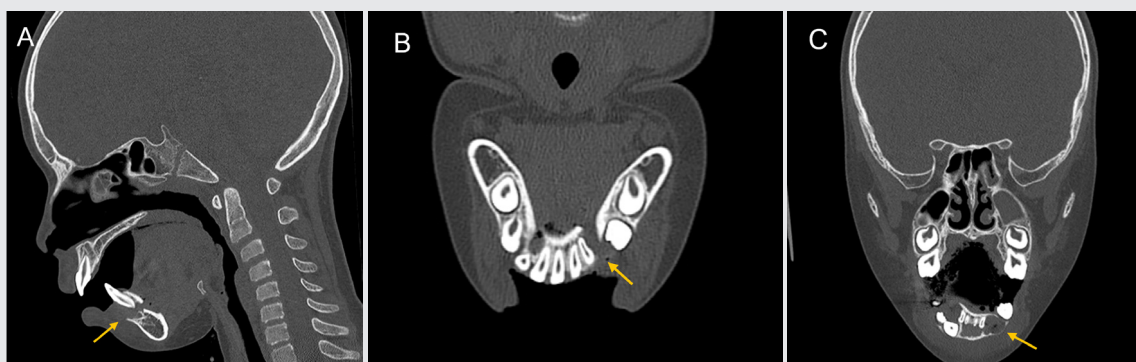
CT show fracture of mandible. A) Sagittal view. B) Transverse view. C) Frontal view. CT = Computed Tomography
